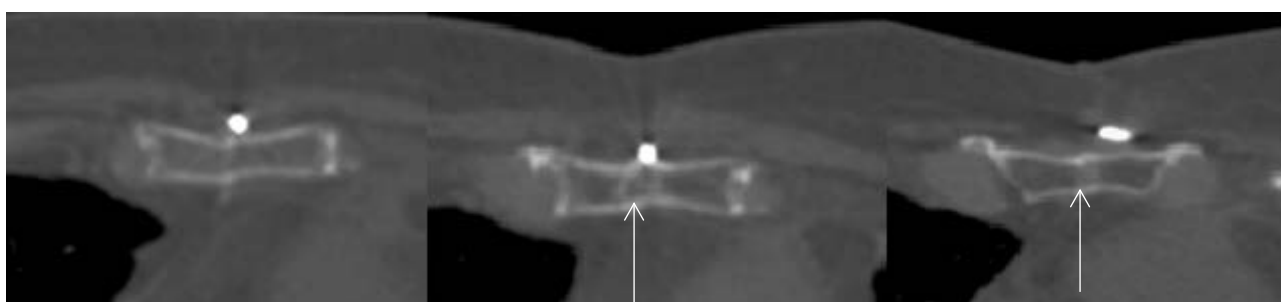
Изображения компьютерной томографии пациента 1-й группы в среднесрочном периоде (12 месяцев): а – отсутствие диастазов, полное сращение костной ткани; б – стрелкой указан дефект губчатого вещества грудины; в – указан стрелкой облаковидный инфильтрат, формирование костных мостиков
